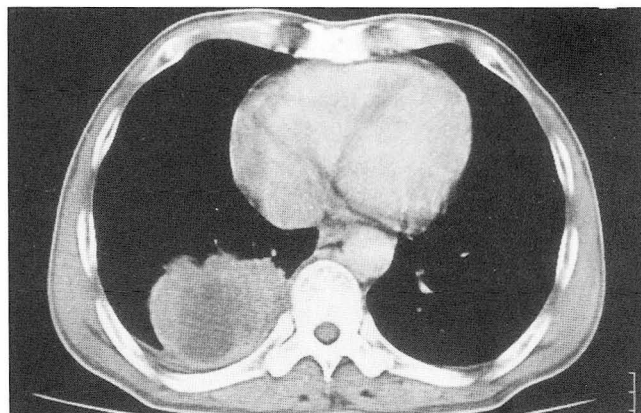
58 year-old male patient with squamous cell carcinoma and pleural dissemination, confirmed by operation. CT scan shows lobulated mass lesion in the right lower lobe with central necrotic low density area abutting with posterior parietal pleura.
